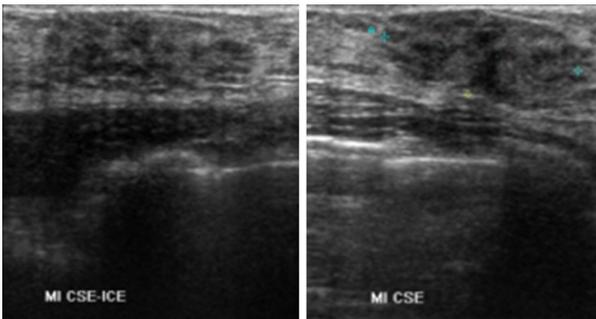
En ecografía se identifica un nódulo en CSE de MI con bordes bien definidos, con mala transmisión acústica posterior de 4 cm, Categoría BI-RADS 4B.
